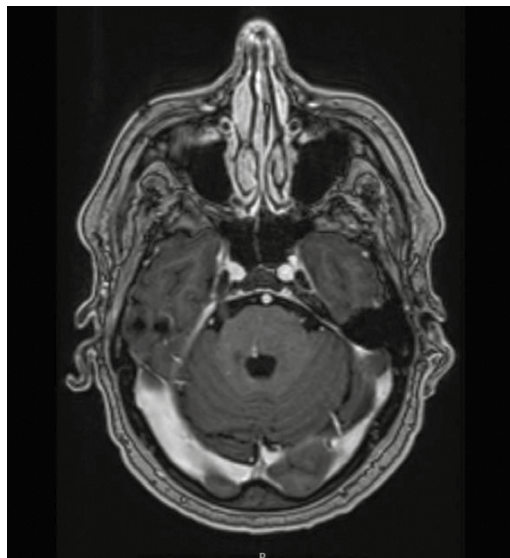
RM de cráneo secuencia T1 con gadolinio de mayo de 2025: se observa desaparición de los realces patológicos previos.
